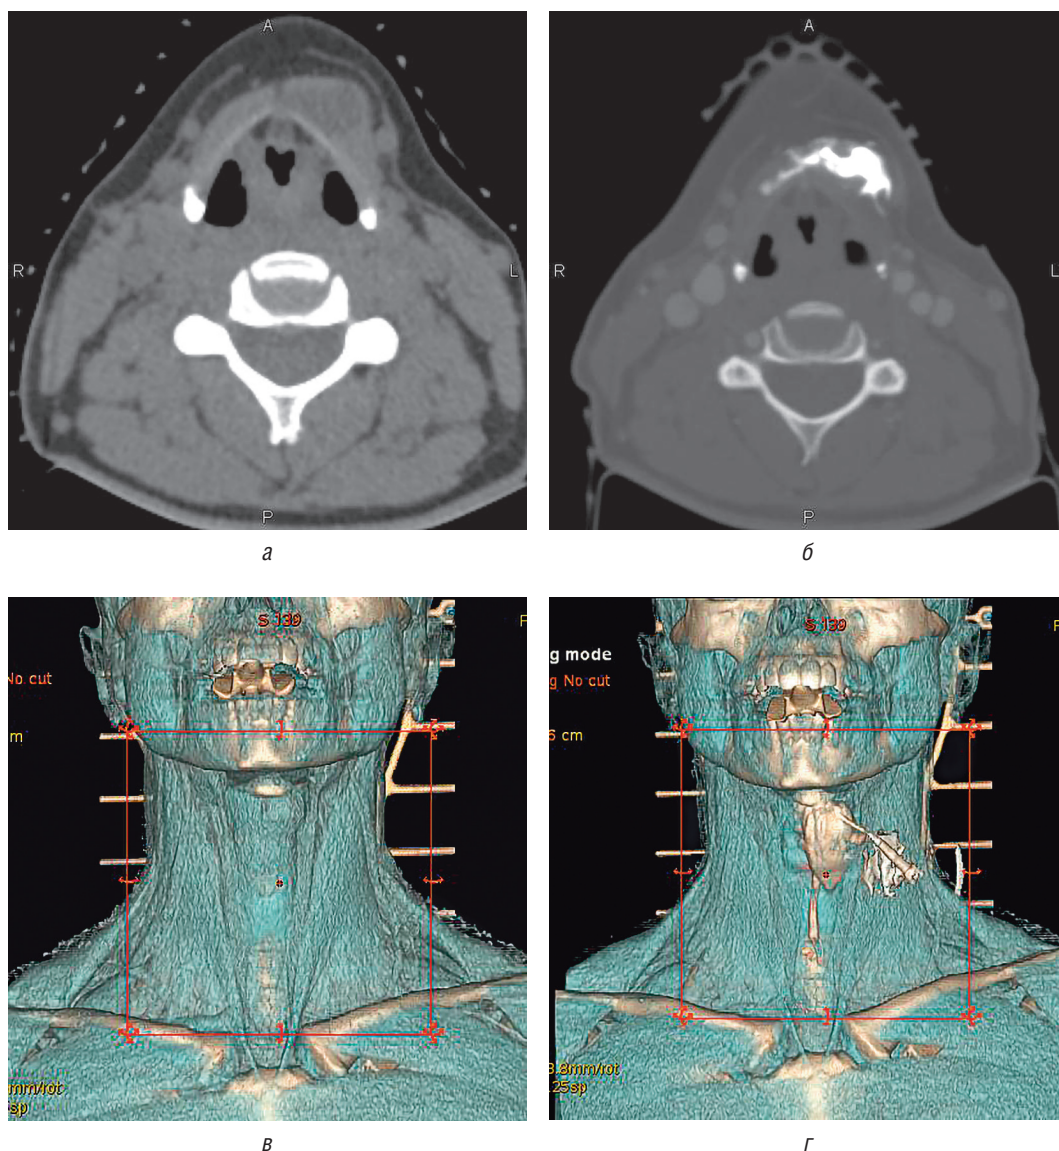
Пациент М., 46 лет. Визуализация срединной кисты шеи при МСКТ с введением контраста в полость кисты и построением 3D-реконструкций: а, б — МСКТ мягких тканей шеи нативно (а) и с введением контраста в полость кисты (б) в аксиальной проекции. По передней поверхности шеи, слева от срединной линии, определяется кистозное образование с четкими, полициклическими контурами; в, г — при выполнении 3D-реконструкции с наложением мягких тканей, нативно (в) киста практически не визуализируется, однако при введении контраста (г) отчетливо визуализируются как киста, так и ее отрости
